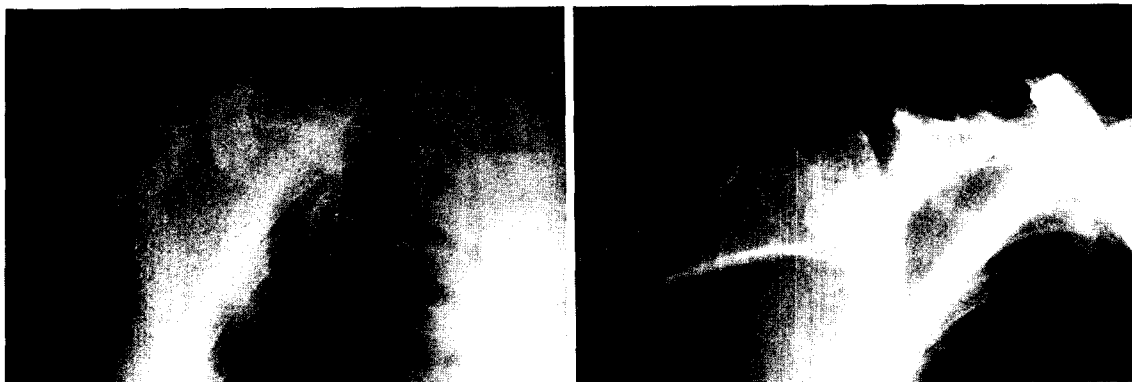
Radiograph showed markedly displaced mid-clavicle fracture and scapular fracture involving glenoid fossa with angulation deformity. This patient had concomitant brain injury.
